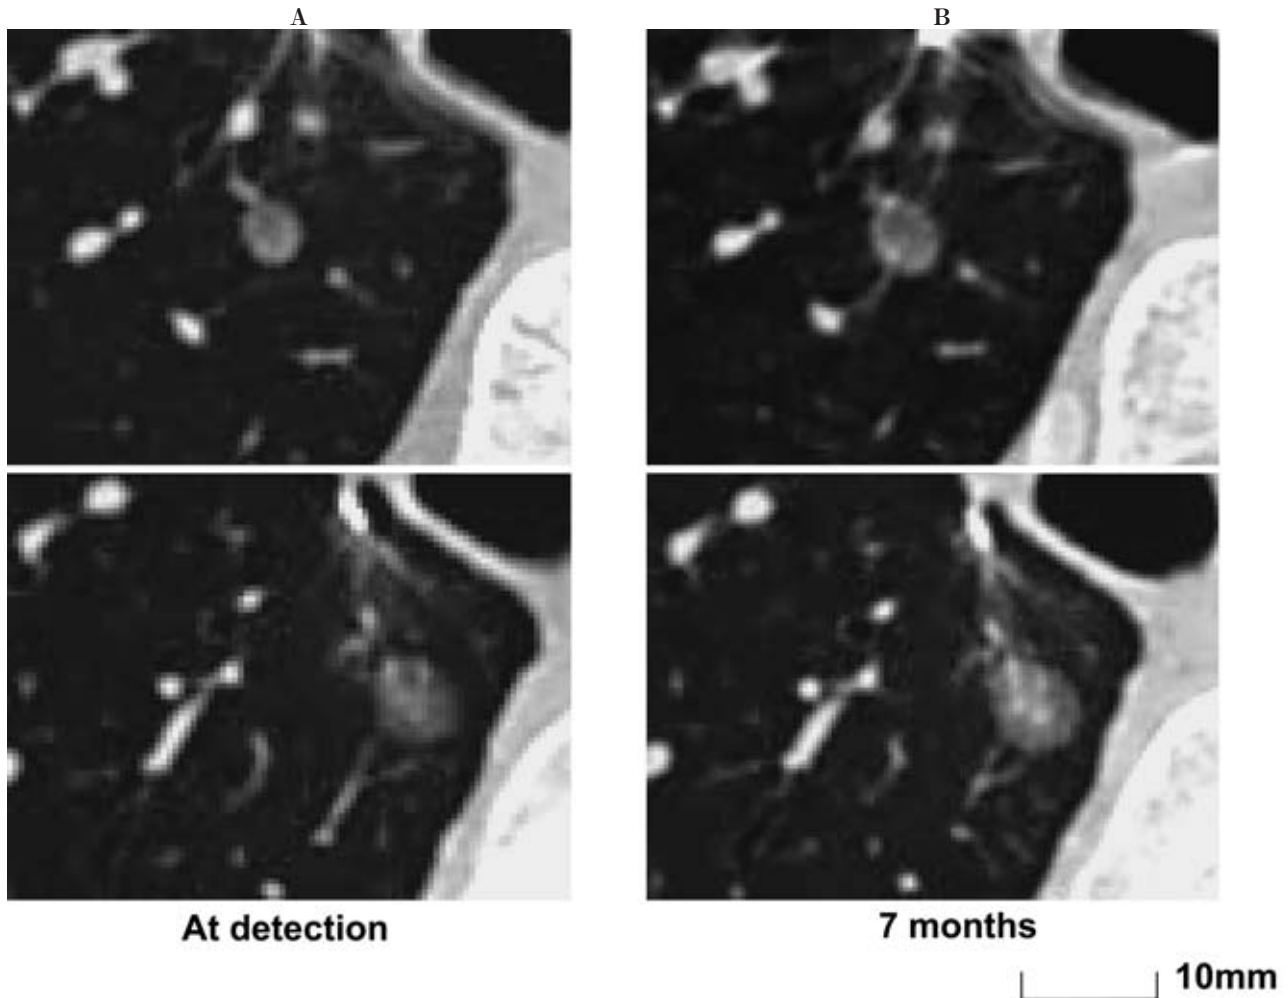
TSCT images of Case 2. A. TSCT images of 2 pure GGOs in the right lower lobe at detection. B. Slight enlargement of both lesions was evident in the CT after 7 months. TDT of the larger lesion was 242 days.
